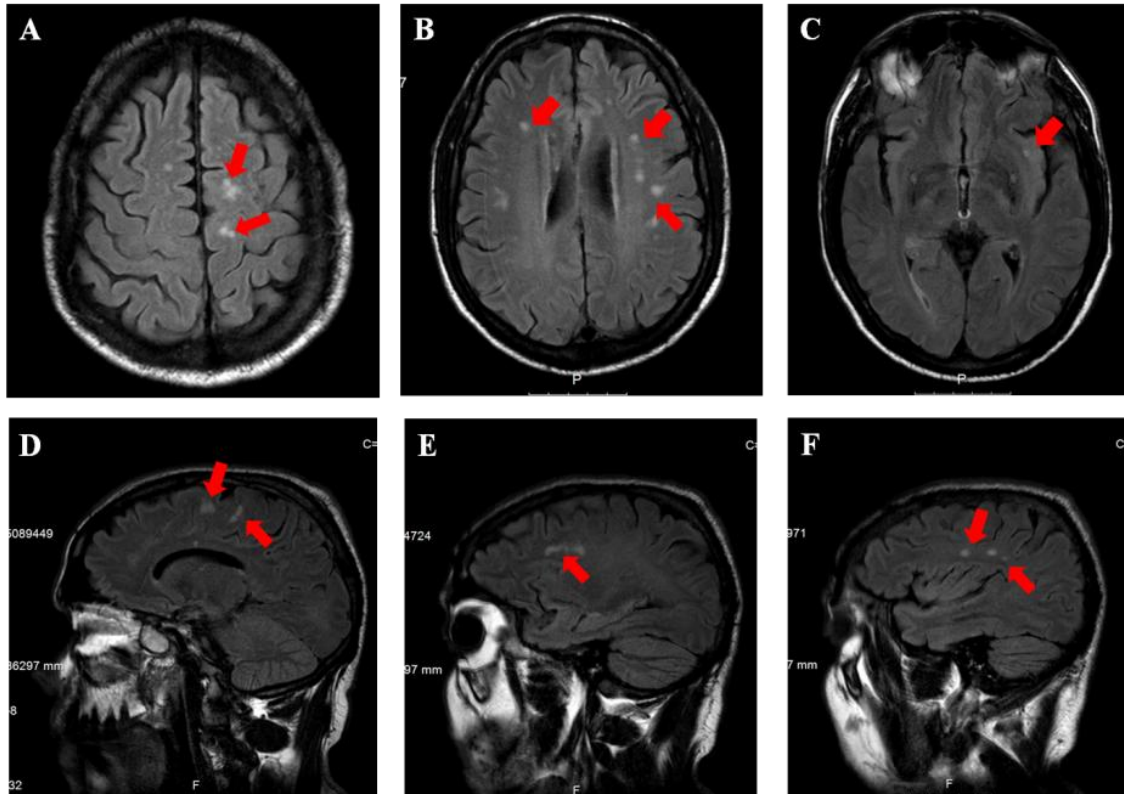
Lesões da Substância Branca. Múltiplas áreas infracentimétricas de hipersinal (*setas*) intersectando a substância branca cerebral de predomínio subcortical frontoparietal hemisférica com envolvimento da interface caloso-septal paramediana esquerda, de provável natureza desmielizante (inespecífica) ou vascular microangiopática. Cortes transversais (A-C) e Cortes Sagitais (D-F) de RMN-CE (FLAIR TR Longo).
